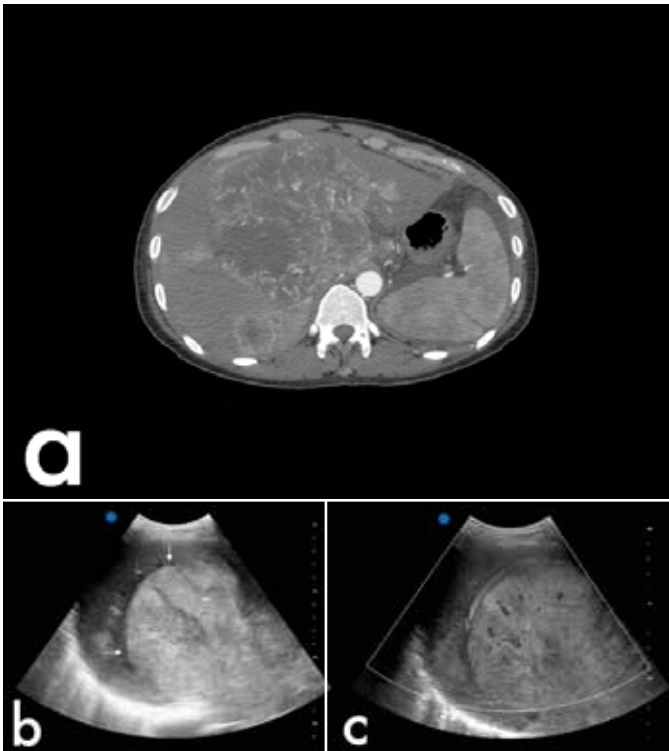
Volumineux carcinome hépatocellulaire. TDM avec substance de contraste (a) démontre une volumineuse masse hétérogène avec rehaussement au niveau du foie avec d'autres lésions adjacentes plus petites, évidence d'infiltrations. (b) Lésion hyperéchogène (flèches) avec un vaisseau aux alentours et une hyper vascularité au doppler (c). Des CHC plus volumineux peuvent démontrer une échogénéité mixte ou une apparence hypoéchogène.
